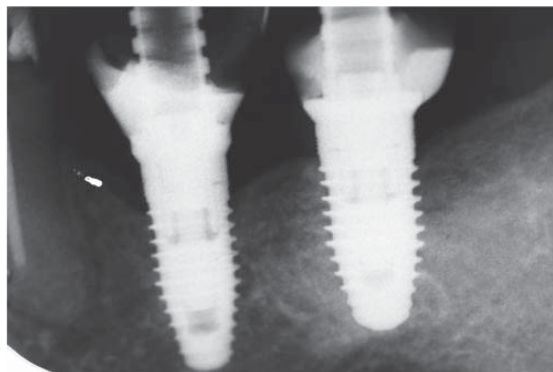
Radiografía postquirúrgica.
